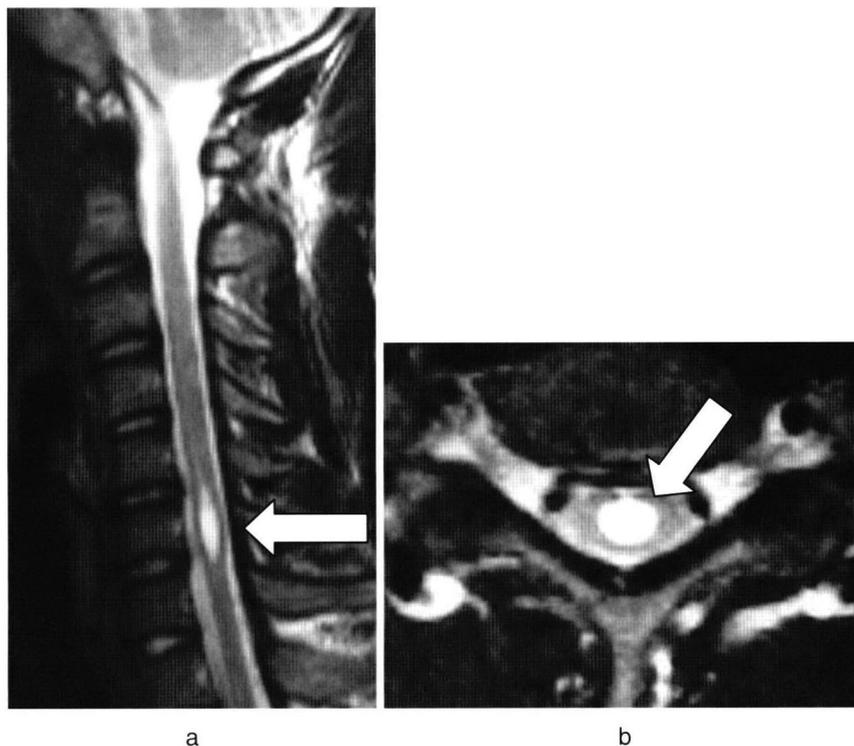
Case 2 : T2-weighted MRI of the cervical spine, showing a syrinx (white arrow) at the level of C6 vertebra
